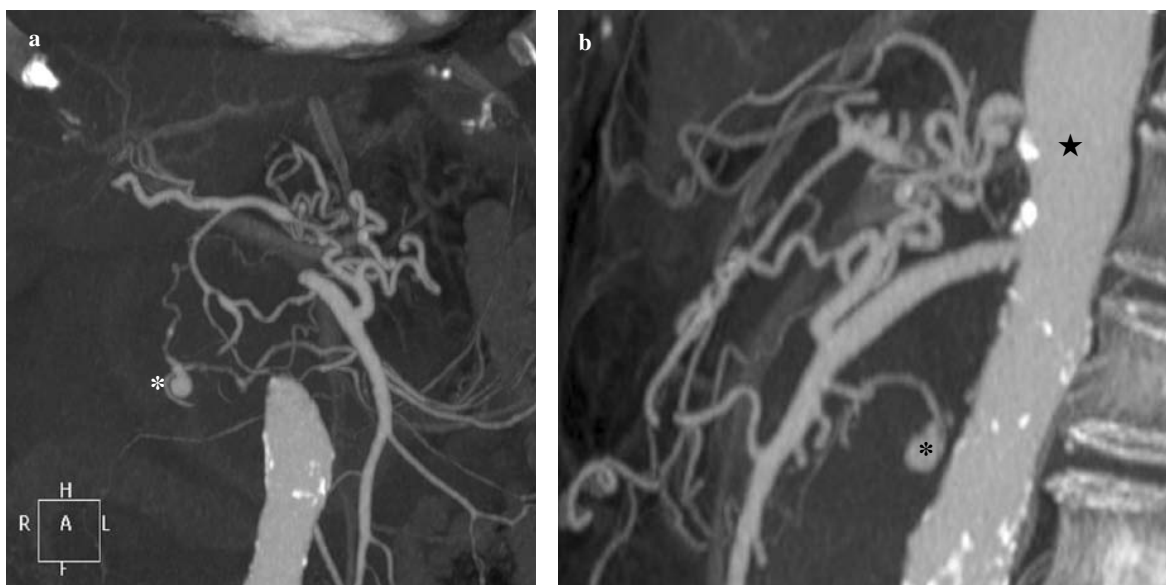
Computed tomography angiography shows obstruction of the coeliac axis (★) with signs of aneurysm of the pancreatic–duodenal arch (*).
